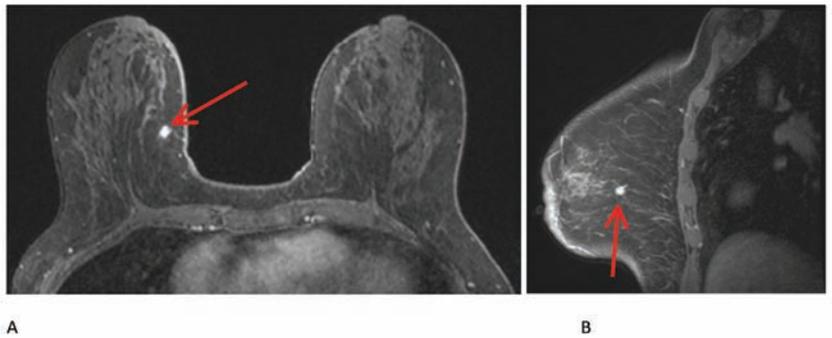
IRM des seins démontrant une masse indéterminée de 8mm dans la partie interne du sein droit (flèche). Le cancer infiltrant a été confirmé par la biopsie.
